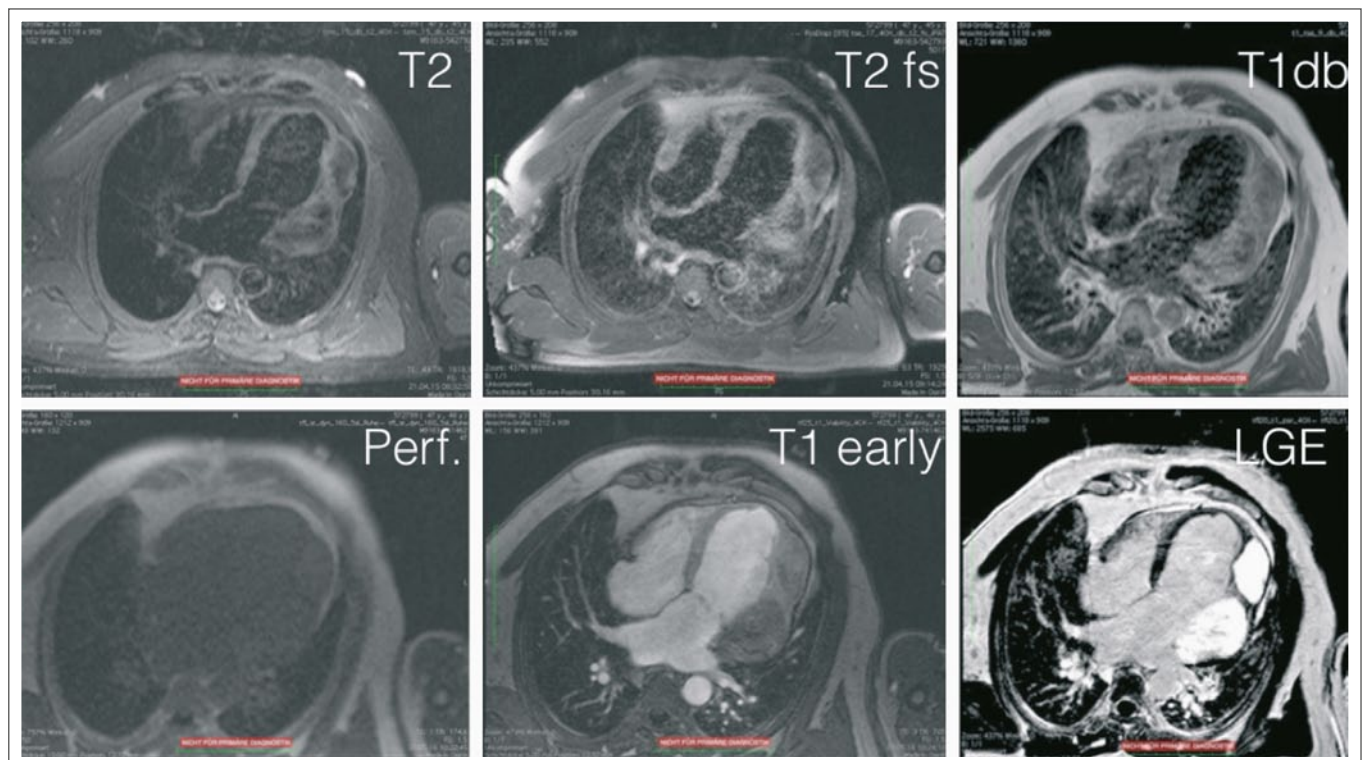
Übersicht der durchgeführten MRT-Sequenzen. Oben (vor Kontrastmittelgabe): T2-gewichtet, T2-gewichtet und fettunterdrückt, T1-gewichtet; unten (nach Kontrastmittelgabe): Perfusion, früh T1-gewichtet und Late-Gd-Enhancement.
